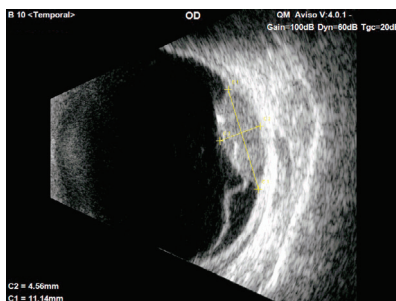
Coupe échographique montrant le décollement de rétine exsudatif contigu au mélanome choroïdien.
